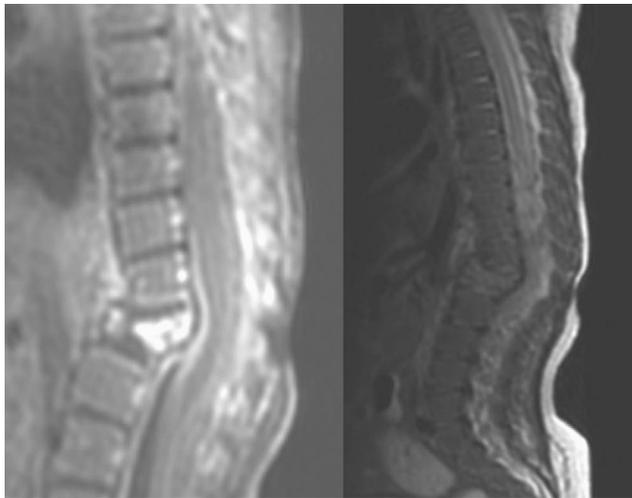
Aplastamiento vertebral de L1 con protrusión posterior, cifosis y cambios circundantes en RM de columna vertebral.
